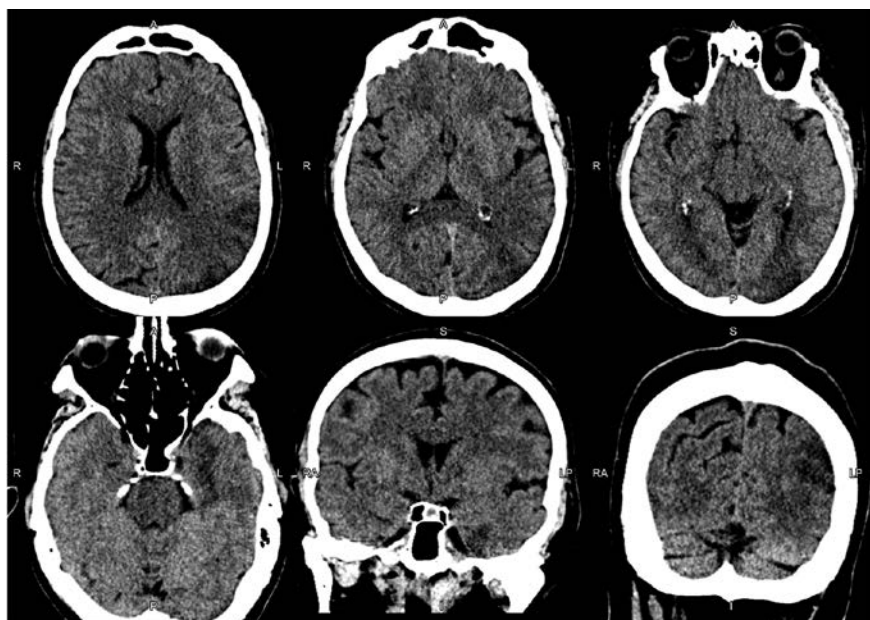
КТ головного мозга через 24 ч после этапной реперфузионной терапии. Стрелками указаны очаги ишемического инсульта в бассейне АСМА
